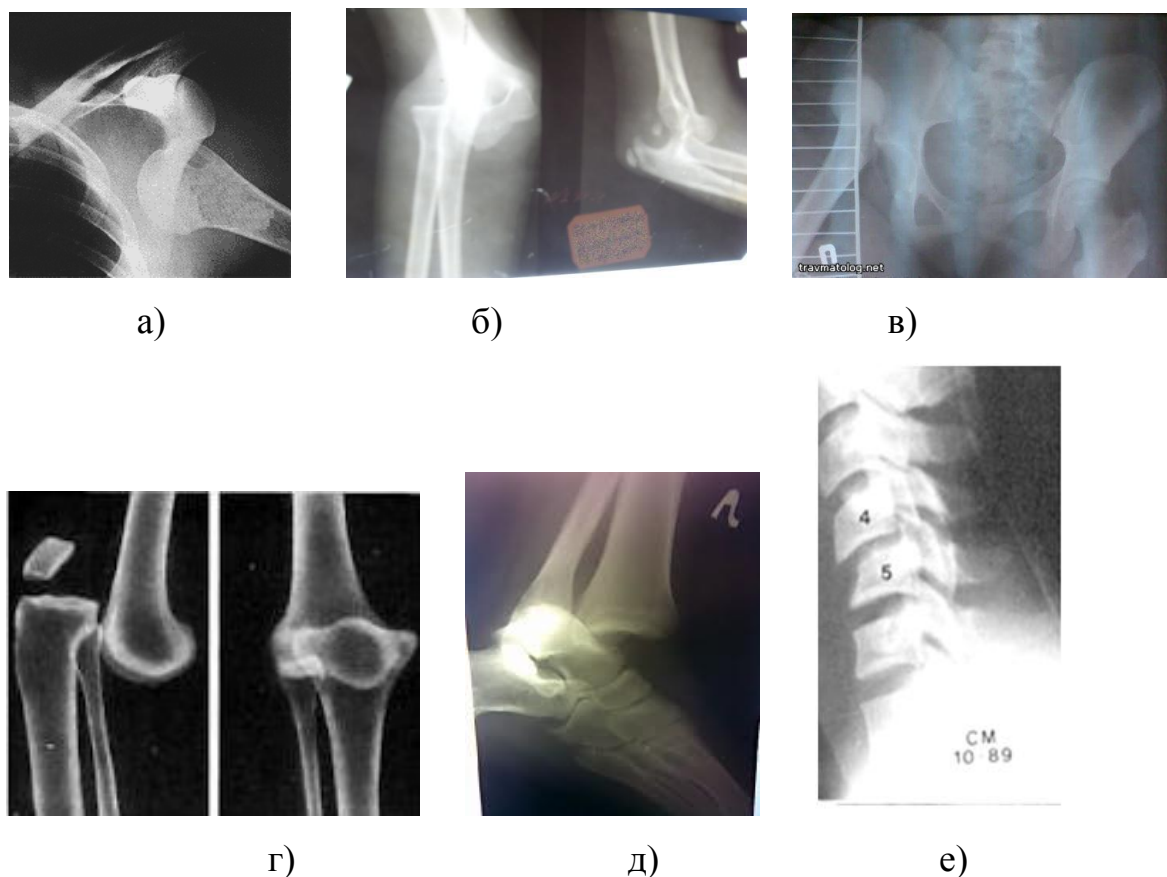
Рентгенограми: а) вивих плеча; б) вивих передпліччя; в) вивих стегна; г) вивих гомілки; д) вивих стопи; е) вивих хребця.
